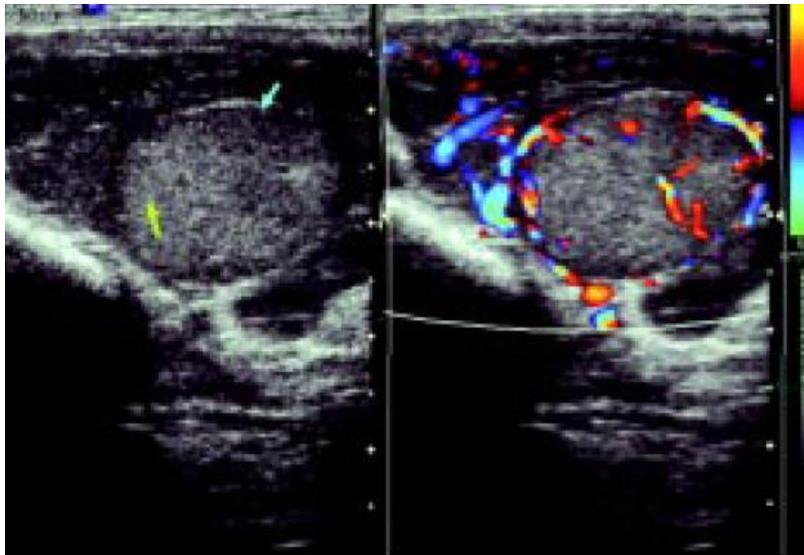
Imagen ultrasonográfica longitudinal, que demuestra nódulo sólido, con ecogenicidad similar al testículo (flecha amarilla), con halo hipoecoico (flecha azul), e imagen ultrasonográfica longitudinal que demuestra el aumento de la vascularidad (flecha roja)
